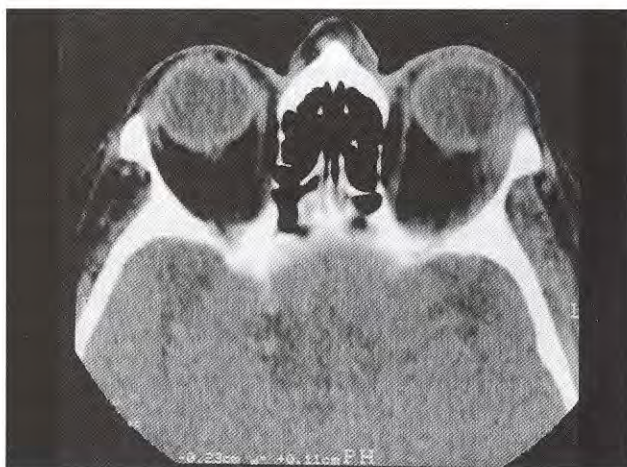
Tomografia Computadorizada de órbita após seis meses de tratamento, com grande redução da massa retrobulbar.
